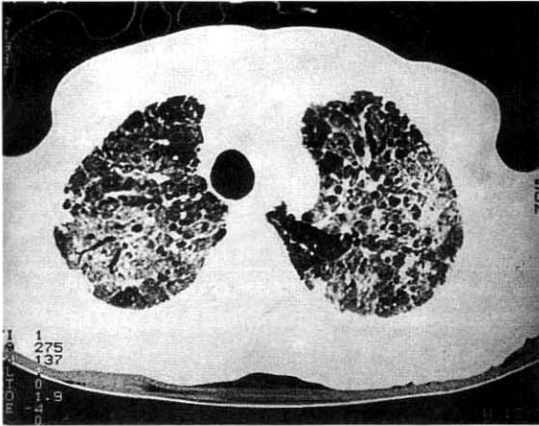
HRCT shows diffuse ground-glass opacities, patch consolidations and, interlobular septal thickening in both upper lobes.
